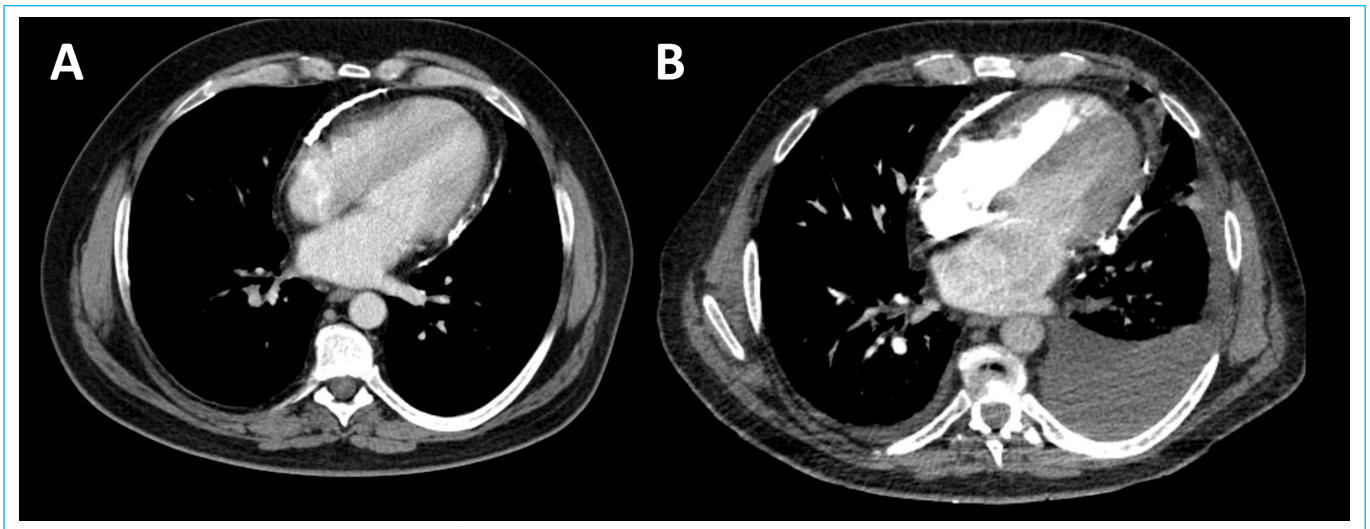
TC torácico en un paciente con pericarditis constrictiva. A la izquierda calcificación severa del pericardio con el paciente clínicamente estable. A la derecha calcificación severa con derrame pleura izquierda, el paciente había empeorado clínicamente y fue sometido a cirugía.
